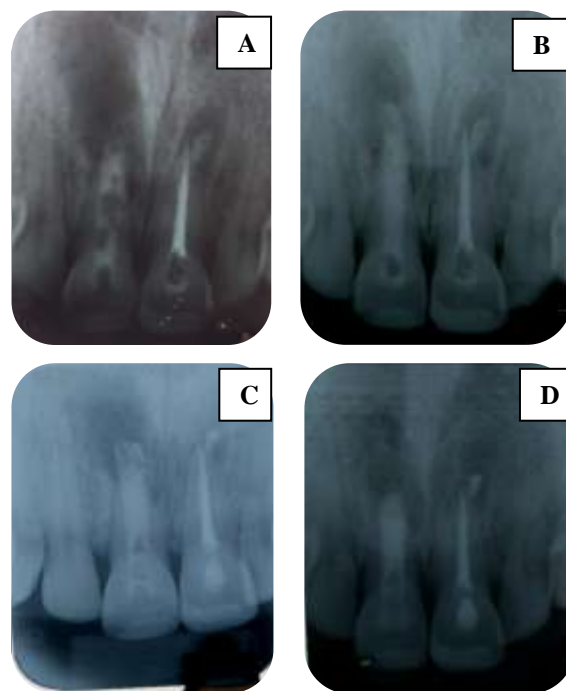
A – Odontometria CPC: 21 mm CT: 20,5 mm
